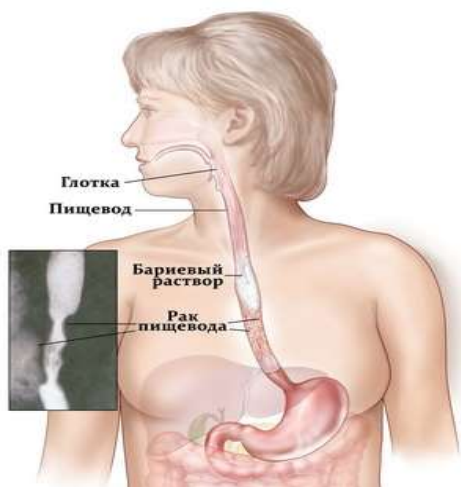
Методика проведения рентгенографии с контрастированием
